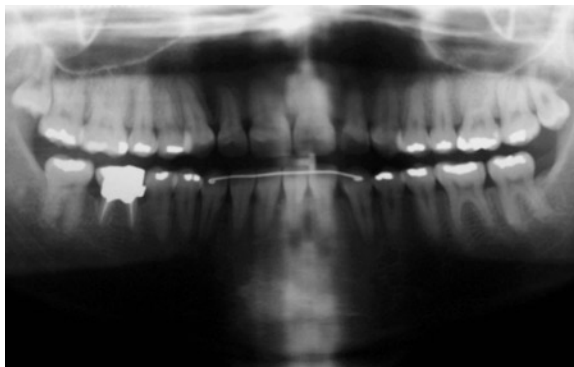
A) Radiografia panorâmica final e B) telerradiografia final.
